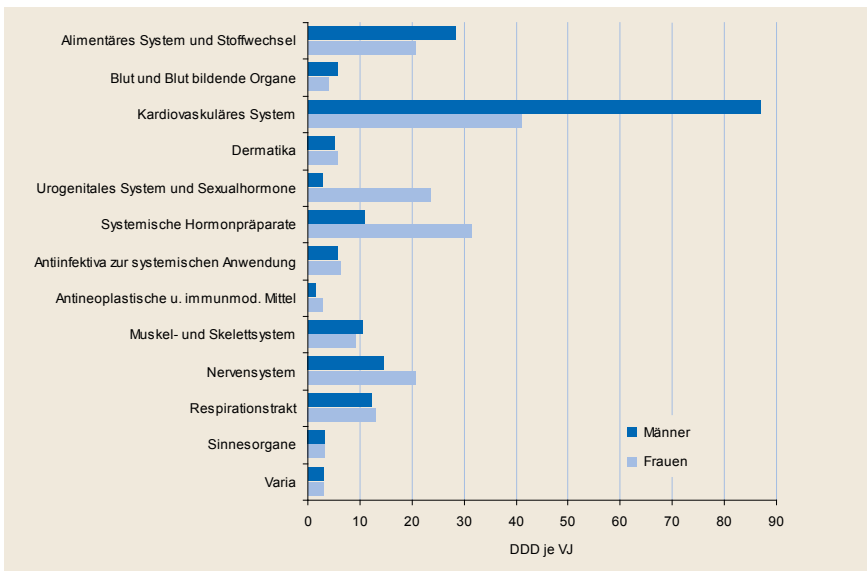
(standardisiert; Erwerbspersonen TK 2011)
